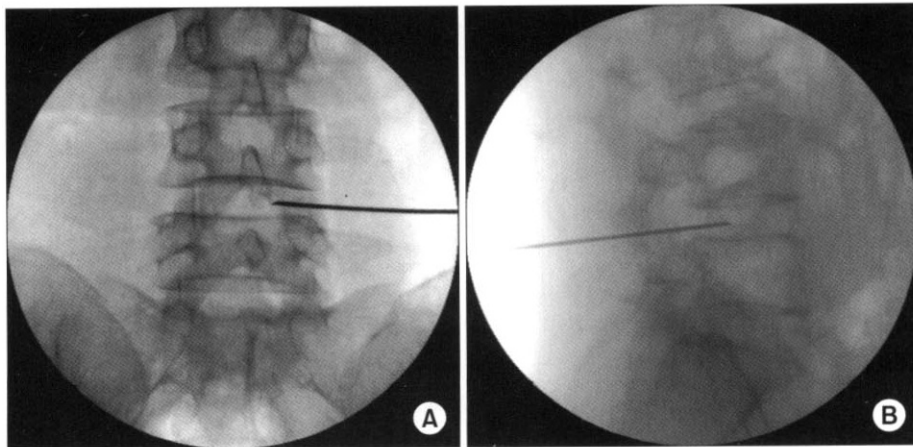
A. Anteroposterior radiograph of right posterolateral extrapedicular insertion of 17 G Dekompressor[®] cannula at L4/5. B. Lateral radiography of nuclear 17-gauge Dekompressor[®] cannula at L4/5 (positioned via a right posterolateral approach).
